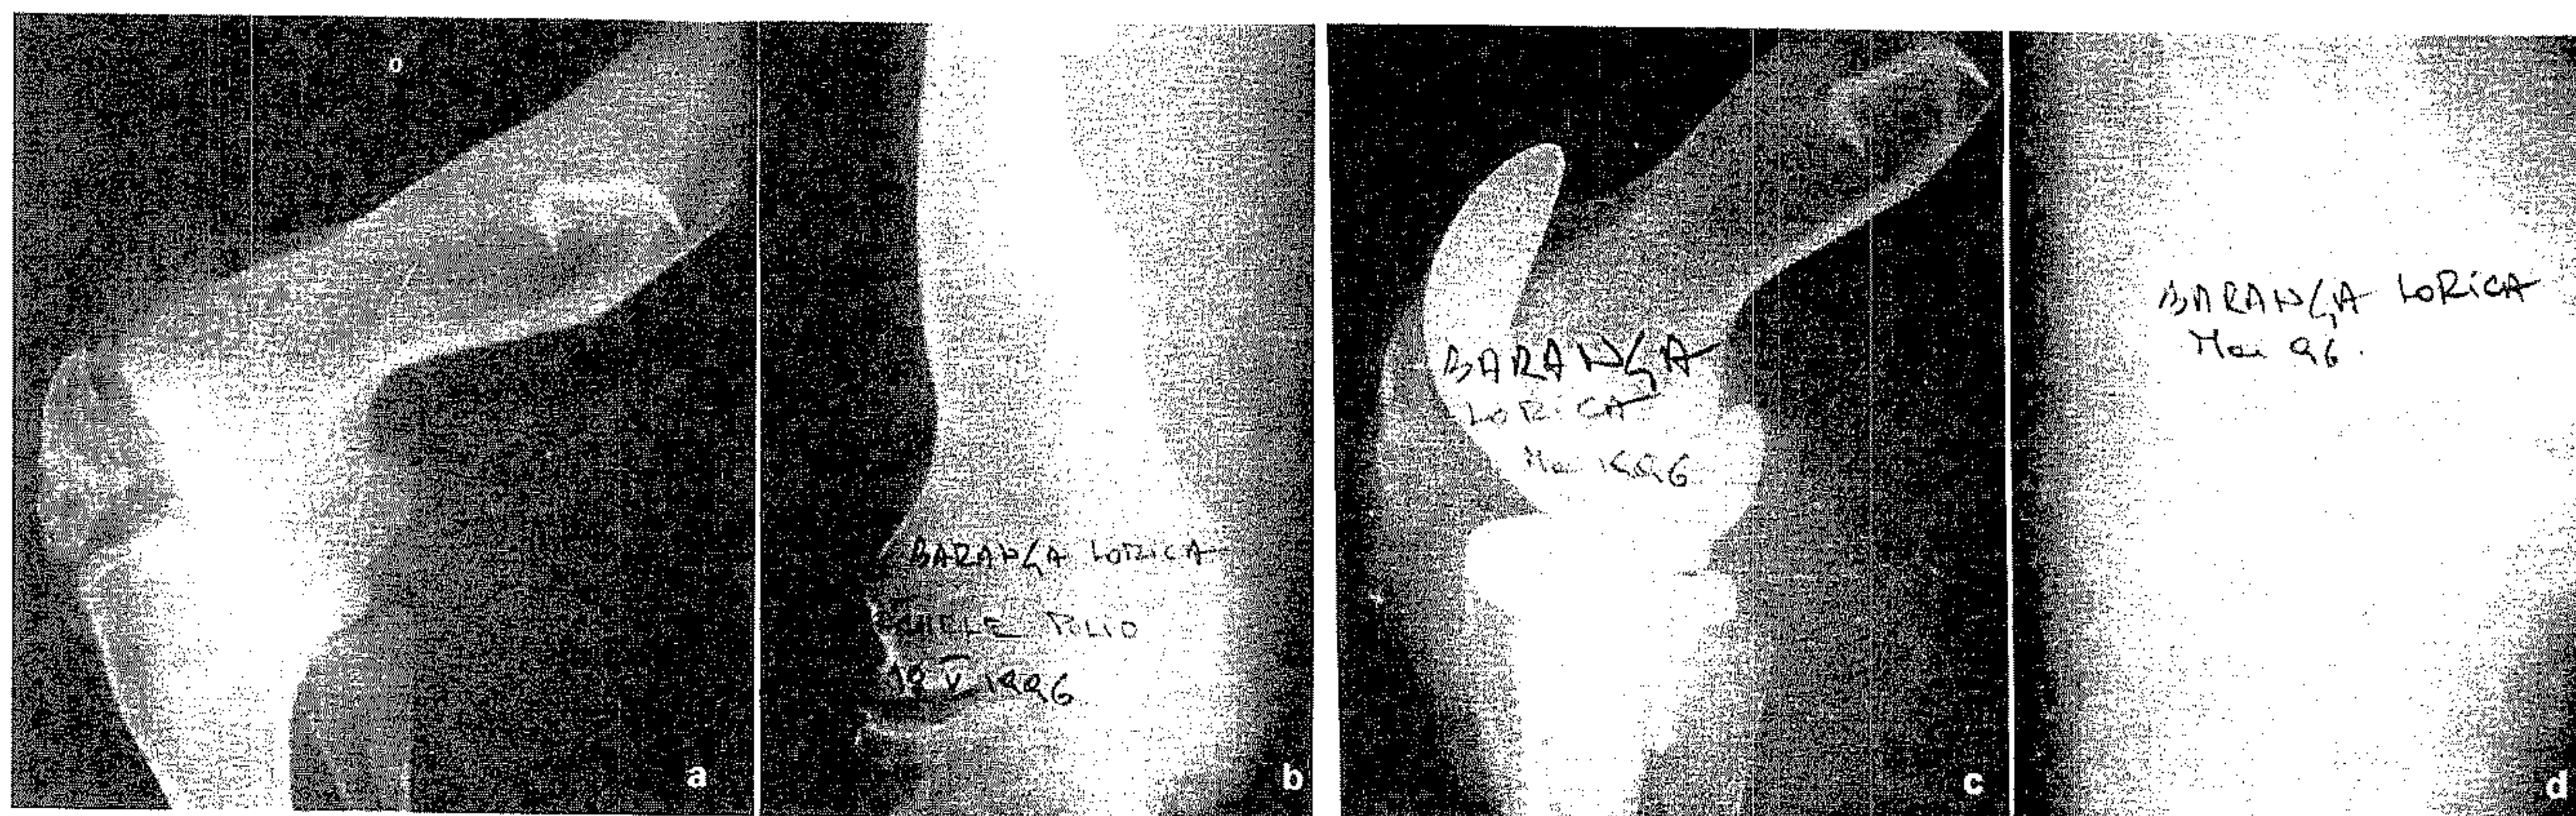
a/b – Radiografia preoperatorie pe femur cu recurvat terapeutic anterior de femur pe sechele poliomieltice; gonartroză secundară dureroasă. c/d – Radiografie postoperatorie – artroplastie stabilizată necimentată tip Lepine.
